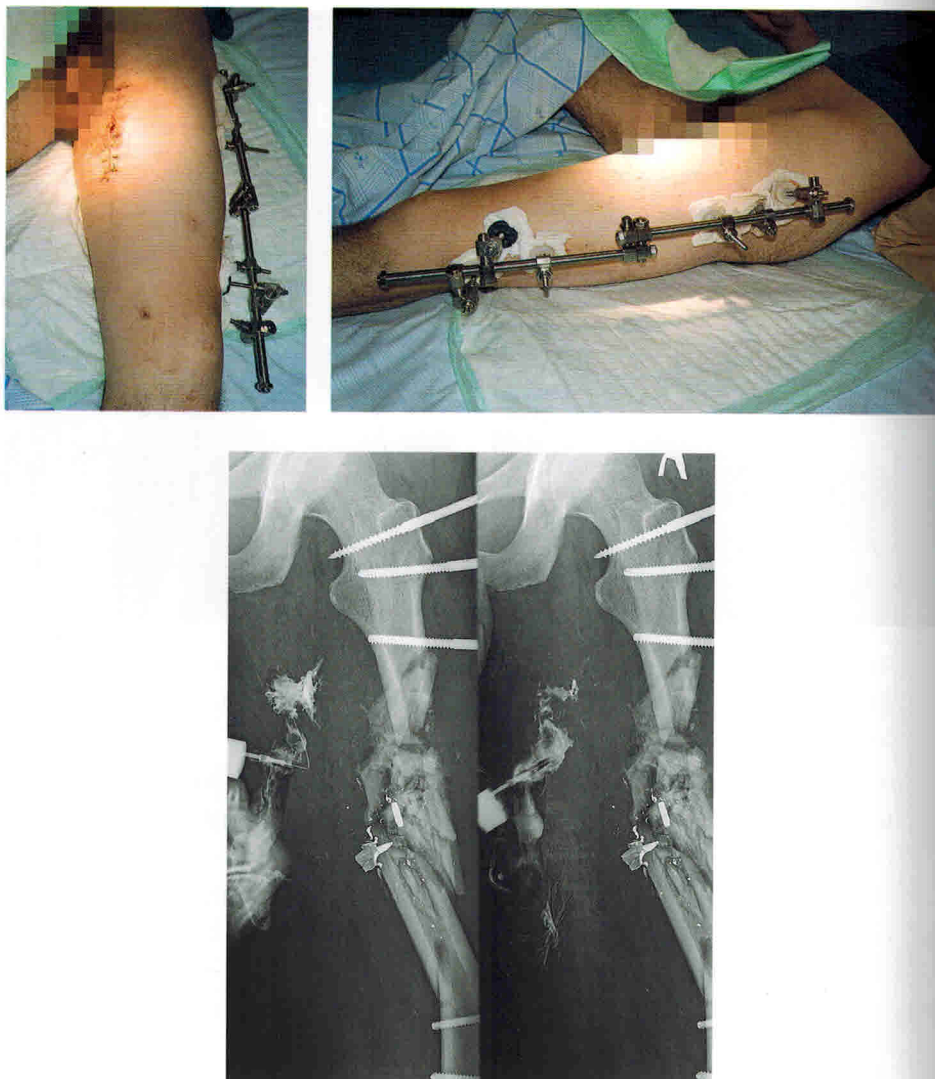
Внешний вид и рентгенограммы того же пациента через 14 суток после ранения (жесткость фиксации и стабильность отломков в условиях внешнего остеосинтеза АНФ такой компоновки недостаточны; несмотря на тенденцию к заживлению огнестрельной раны мягких тканей, рентгенологически визуализируется свищевой ход — диагностирован остеомиелит)
